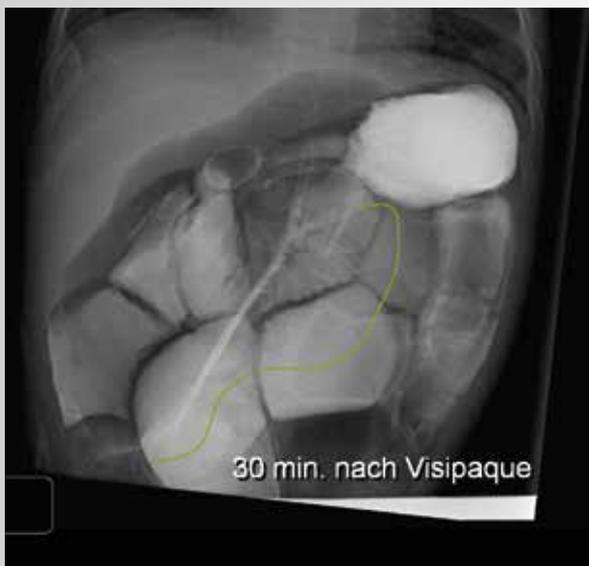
Рентгеноконтрастное исследование (РКИ) тонкой кишки у пациента с синдромом короткой кишки. Измерение длины тонкой кишки у пациента 70 см тонкой кишки.
